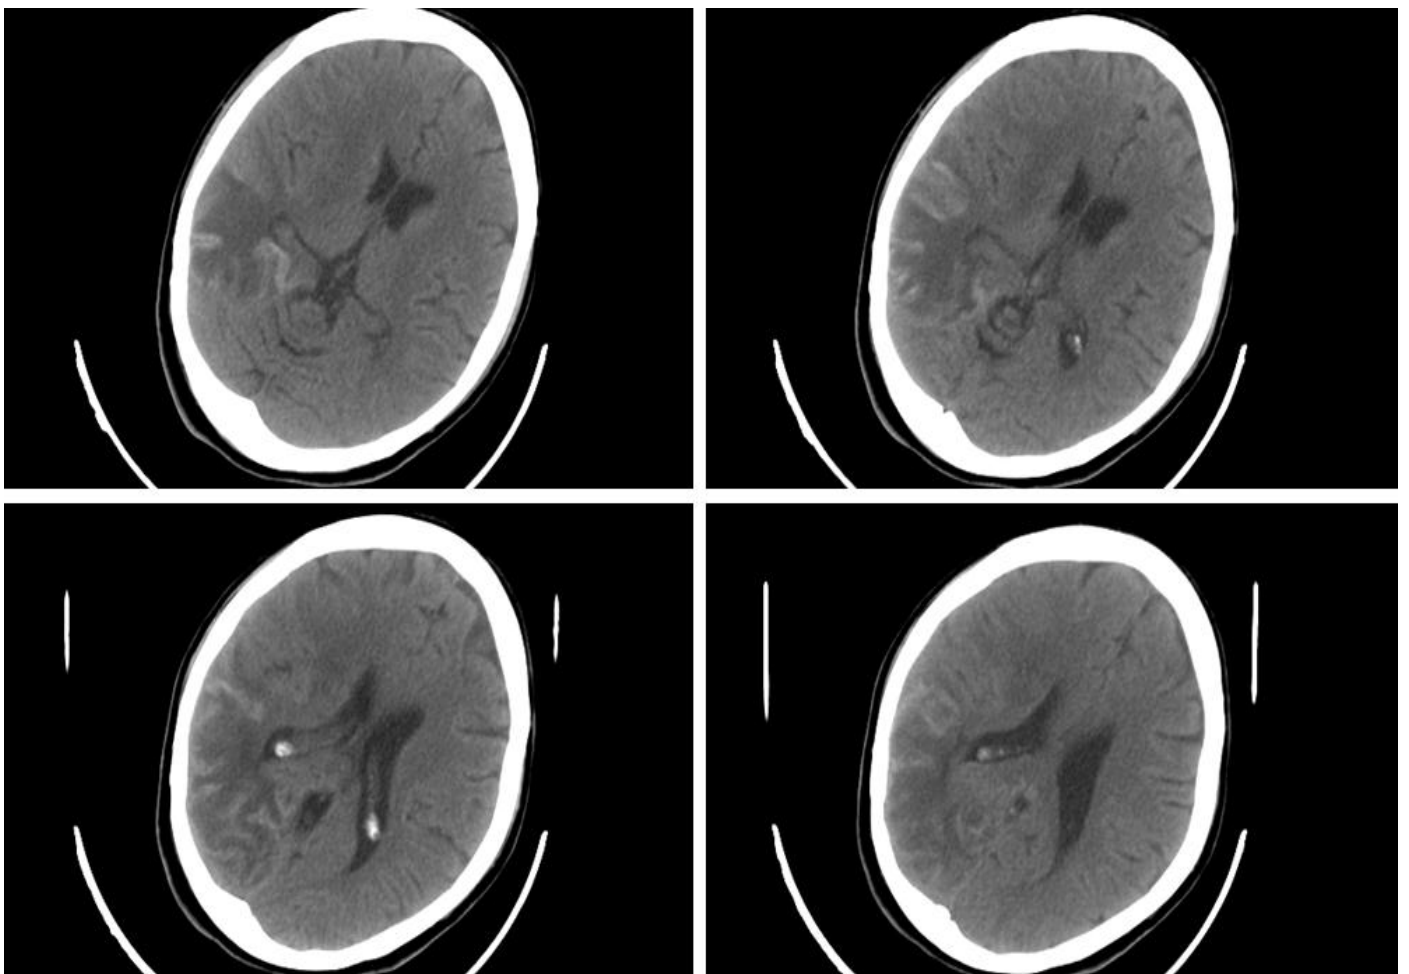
TDM cérébrale initiale montrant une plage hypodense temporo-pariétale droite systématisée, en faveur d'un AVC ischémique sylvien droit.
